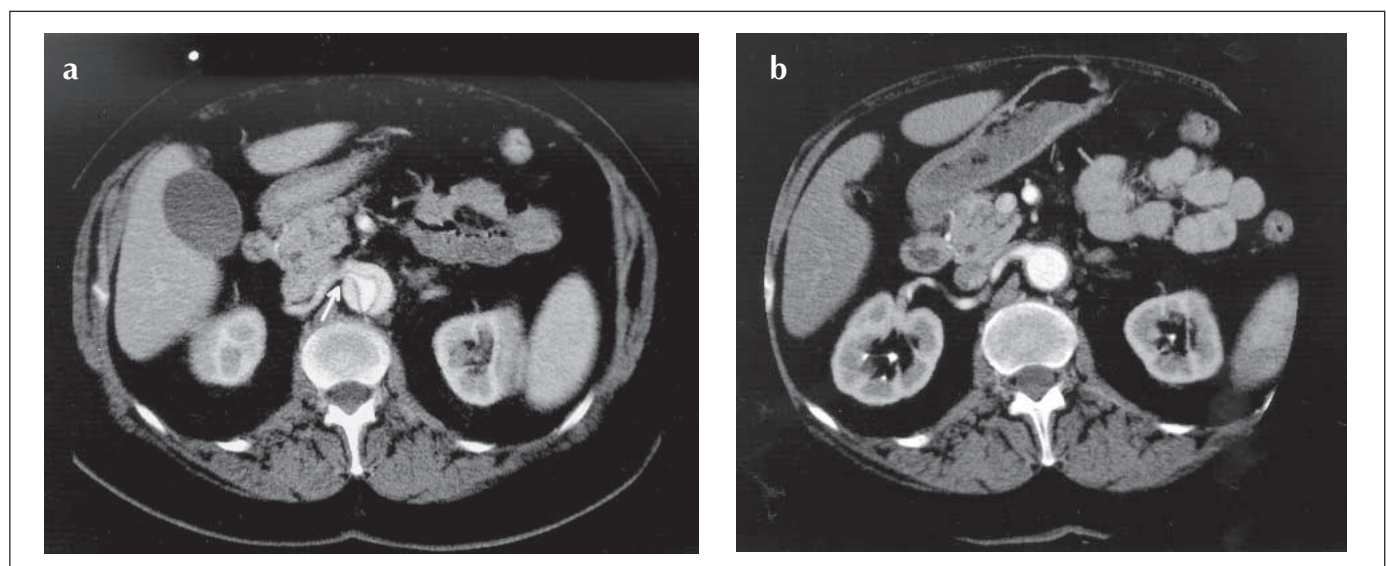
Computertomographie nach Kontrastmittelgabe im Bolus; Untersuchung vor und nach Therapie einer Typ B-Dissektion mittels Stentgraft (repräsentative Schicht in Höhe des Abganges der rechten Nierenarterie): 6a: Stenose der rechten Nierenarterie bedingt durch Kompression des echten Lumens vor Stentgraft-Implantation (Pfeil). 6b: Nach Abdichtung des primären Intimaeinrisses kam es zu einer vollständigen Obliteration des falschen Aortenlumens mit Rückbildung der Nierenarterienstenose.
